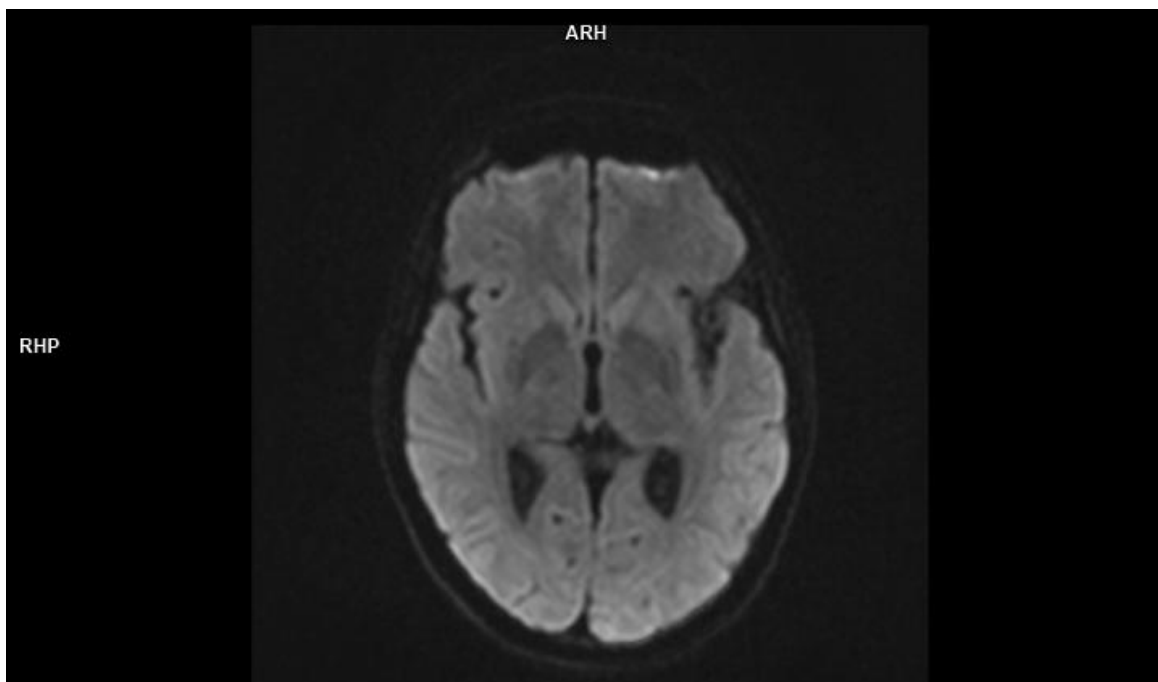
Magnetic resonance (MR) diffusion-weighted imaging (DWI) obtained on the last day of hospitalization (one month after admission) shows no significant diffusion restriction.
